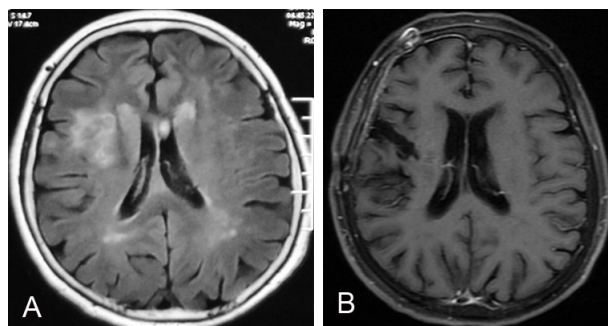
右侧岛叶胶质瘤唤醒麻醉下皮层及皮层下电刺激联合神经导航辅助显微手术前后 MRI
